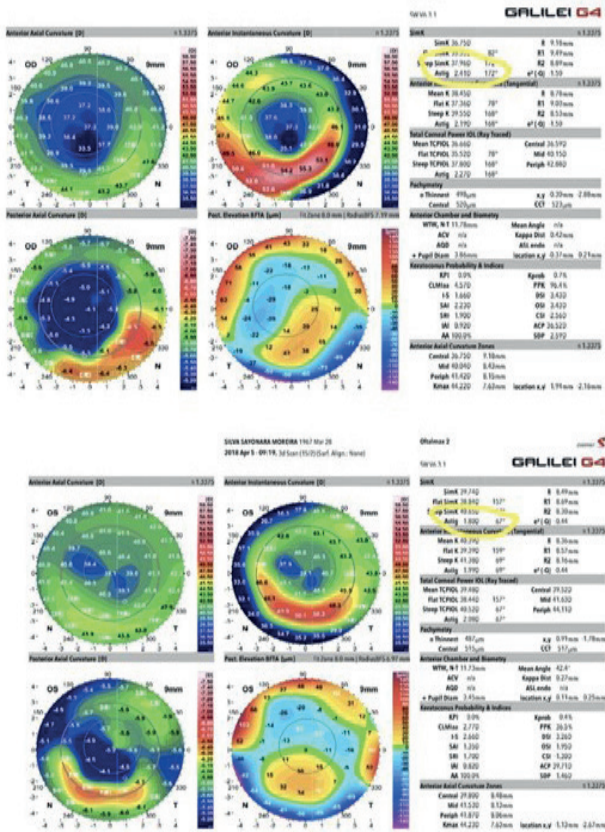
Tomografia de córnea de OD e OE obtida pelo tomógrafo Galilei após a facectomia com implante da LIO multifocal.
